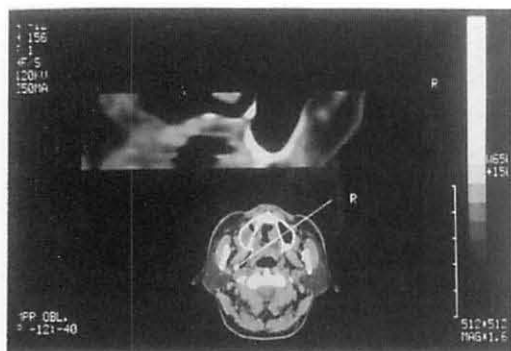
インプラント用プログラムで撮影した歯槽堤に直交する断面のCT像
